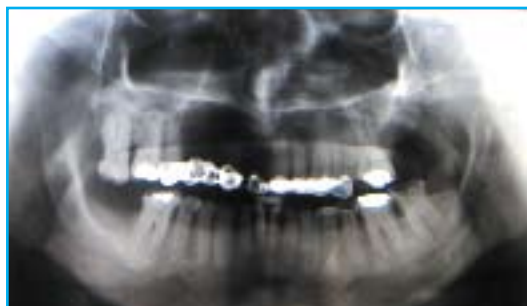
Radiografía panorámica donde se aprecia una zona radiolúcida en la zona superior izquierda.
